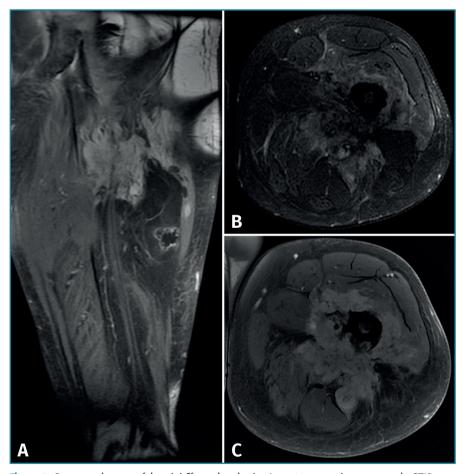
Resonancia magnética del fémur izquierdo. A: corte coronal en secuencia STIR, con masa de partes blandas de gran tamaño con afectación diafisaria femoral; B: corte axial en secuencia T2, con masa heterogénea con áreas de necrosis central; C: corte axial en secuencia T1 con supresión grasa, con compromiso del trayecto del nervio ciático por la masa tumoral.
